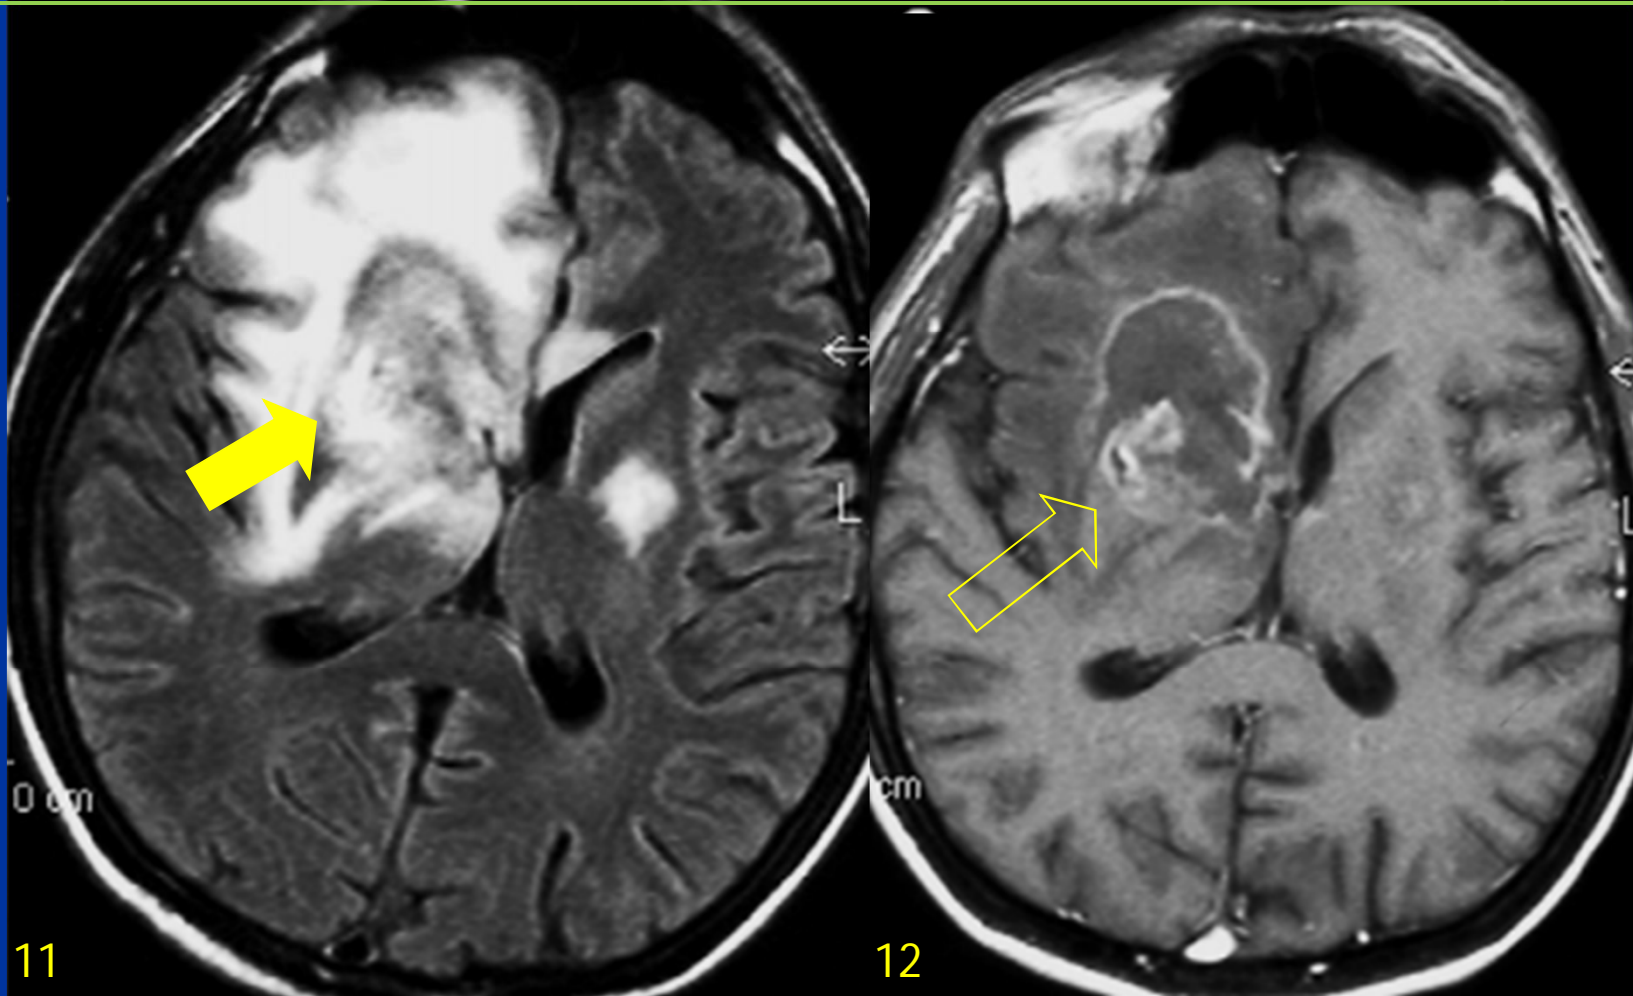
La RM potenciada en FLAIR y T1 con contraste muestra lesión con necrosis central (↔) y edema perilesional. Efecto de masa al ventrículo frontal y a los núcleos basales derechos. Comportamiento infiltrativo. El realce periférico postinyección de gadolinio delimita mejor la masa (↔).
